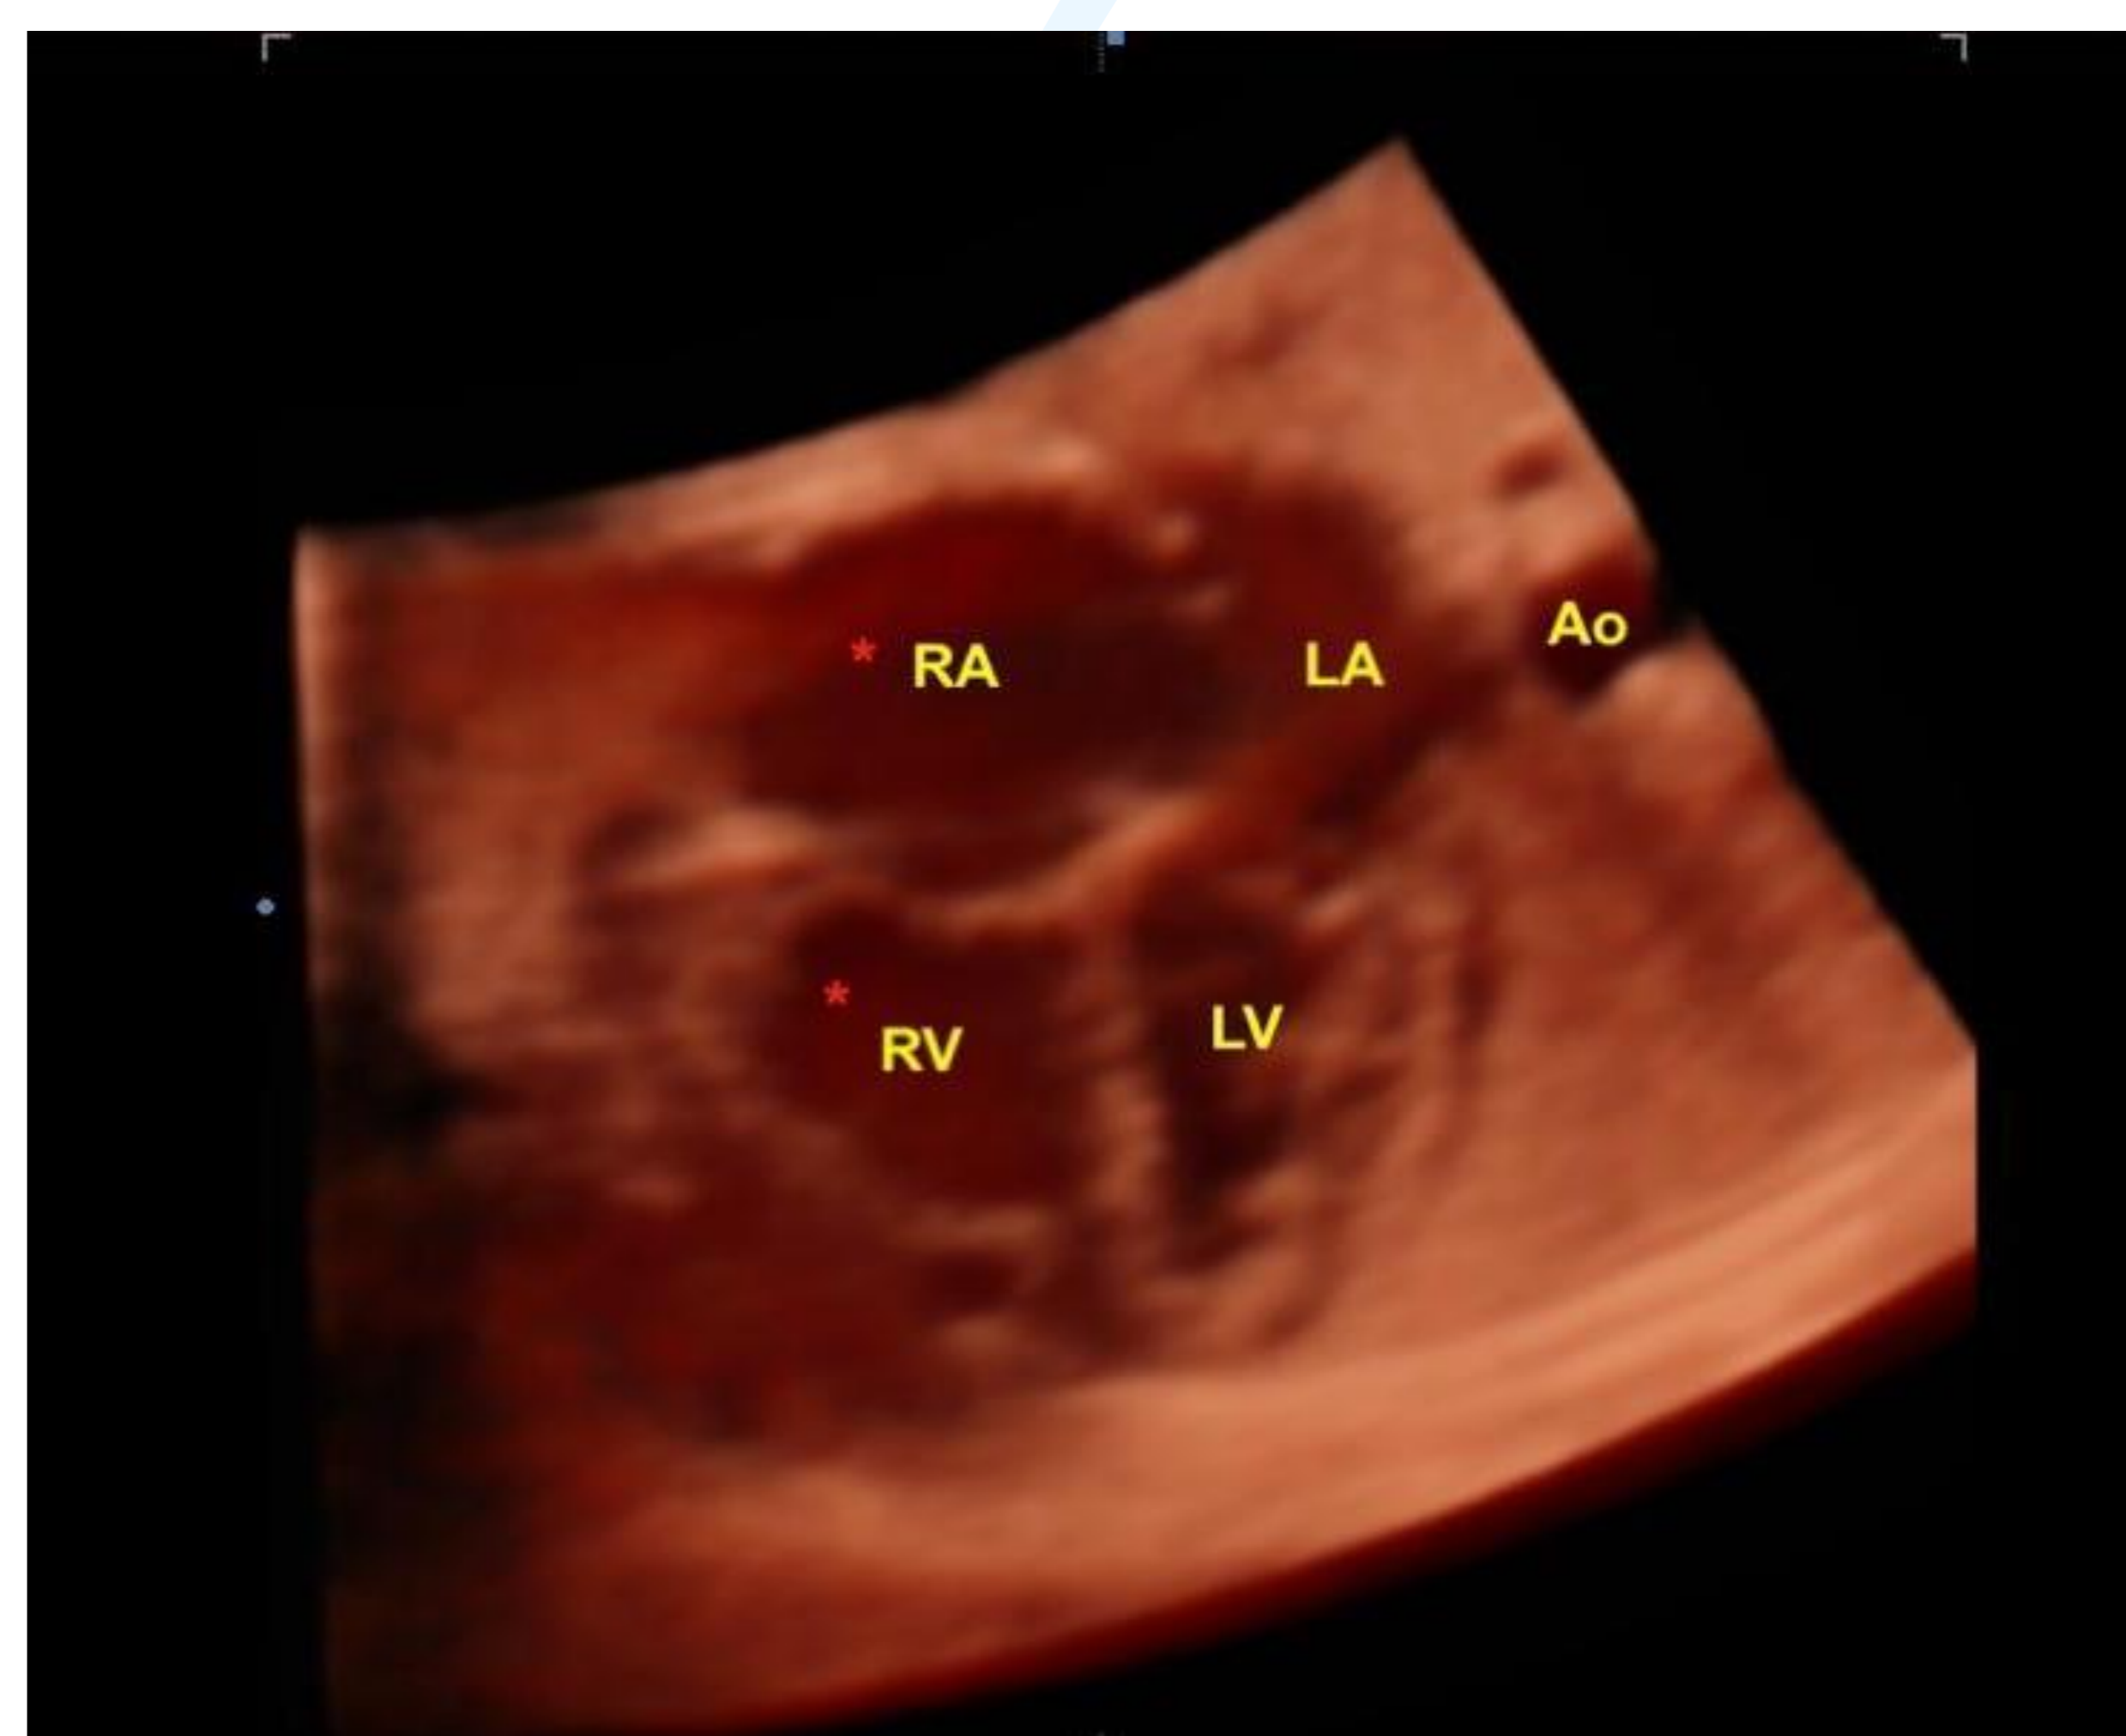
Ecocardiograma fetal, plano 4 câmaras, demonstrando aumento de cavidades direitas (\*) por canal arterial restritivo.
